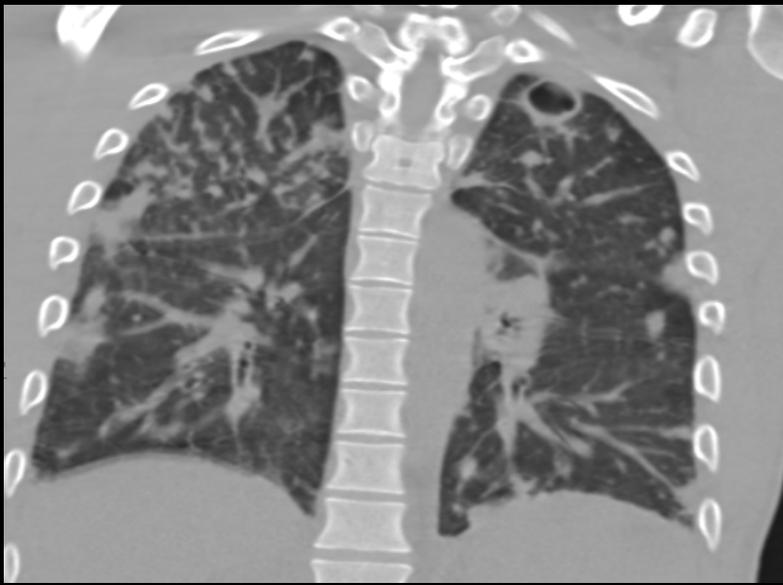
a 10. Reconstrucción coronal y cortes axiales de TC de ingreso: Se confirma la presencia de múltiples nódulos pulmonares bilaterales, predominio periféricos, cavitados, sugerentes de embolia séptica.
